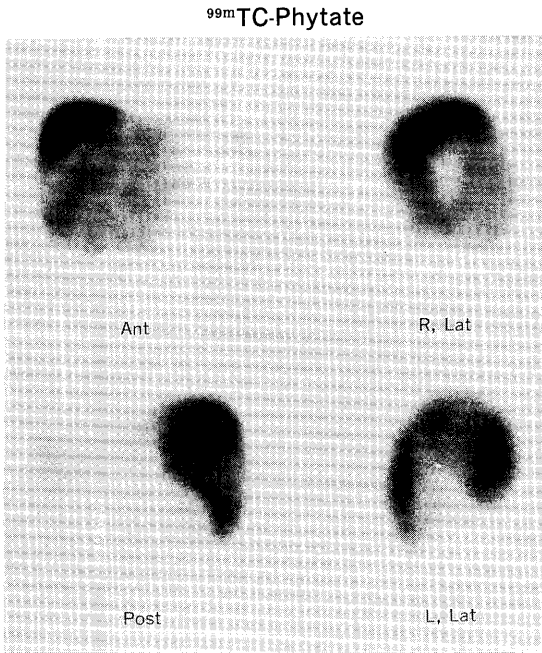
Colloid liver scintigrams show the heterogenous radioactivity in the tumor.
